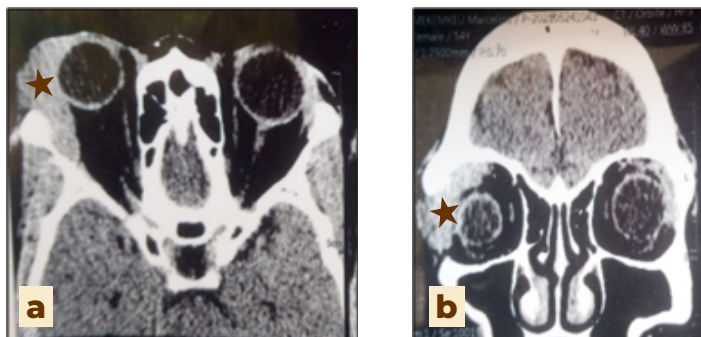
Cliché TDM orbito-cérébrale présentant la masse latérale supéro-temporale (étoile), (a) coupe transversale (b) coupe frontale.
